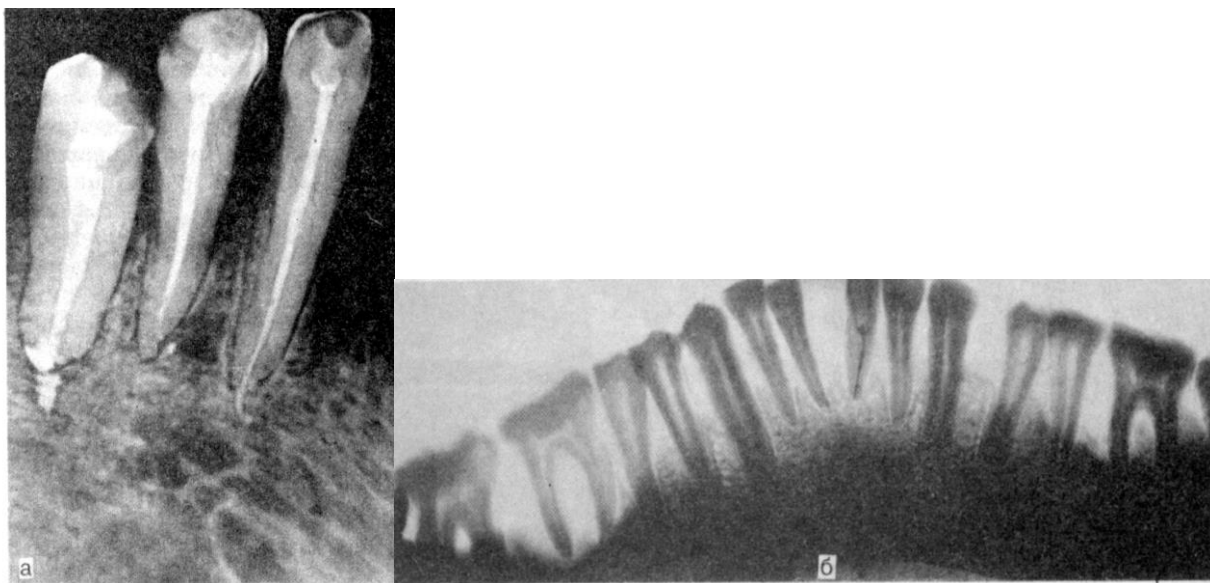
Внутрішньоротова (а) та панорамна (б) рентгенограми.
